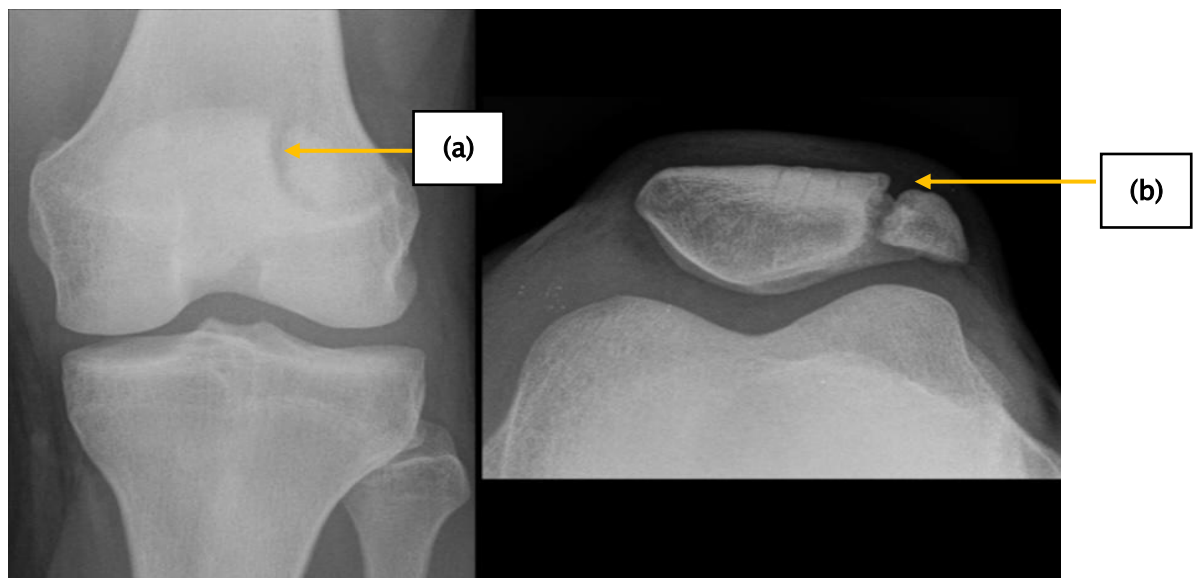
Radiographie du genou montrant une patella bipartite (a) et (b) (43) .
